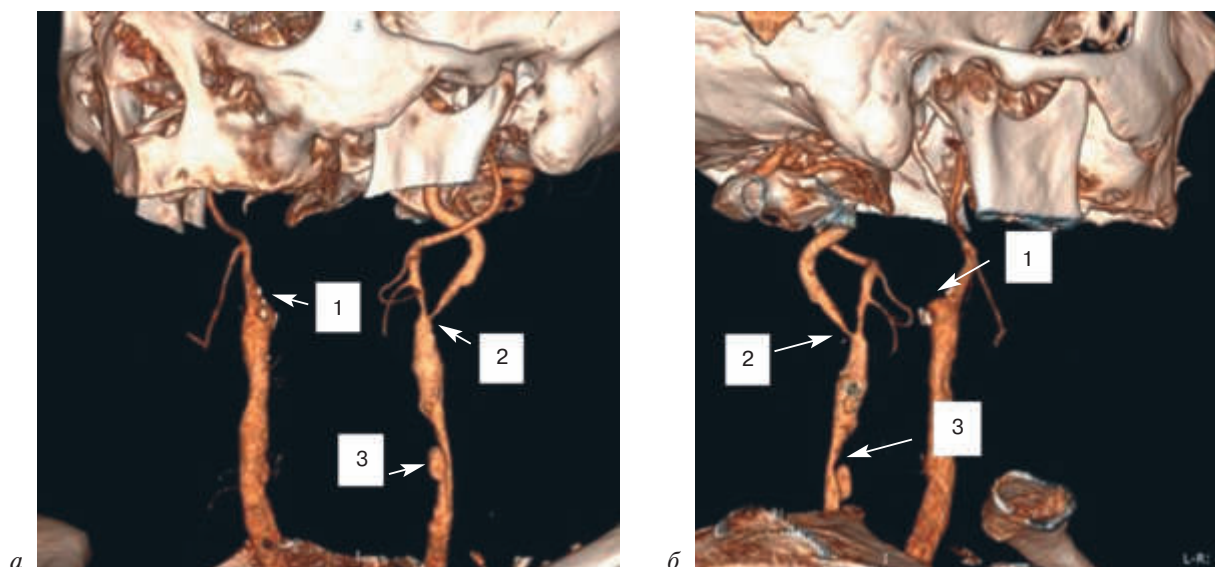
3D-реконструкции компьютерной томограммы экстракраниальных сосудов (а, б).
